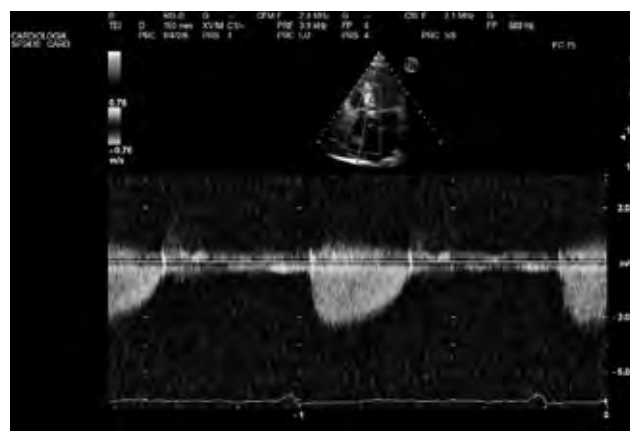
Curva di flusso al Doppler continuo: stima della velocità di picco transvalvolare e del gradiente medio.
